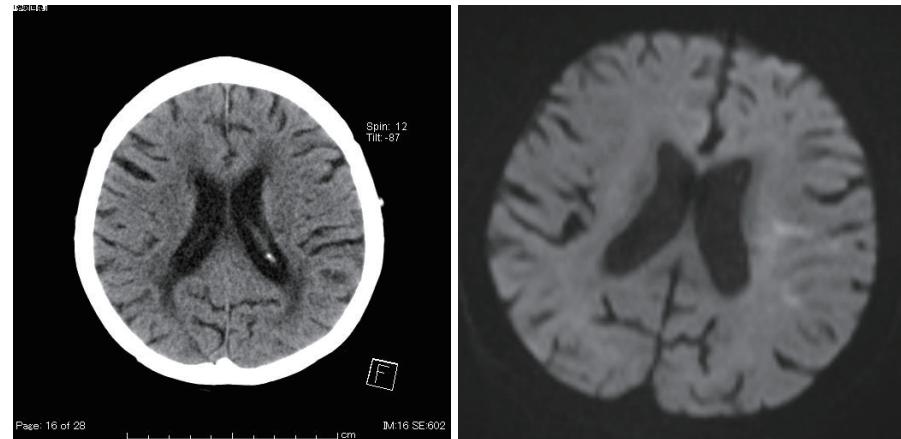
頭部CT画像(発症日) 頭部MRI DWI画像(発症日)
